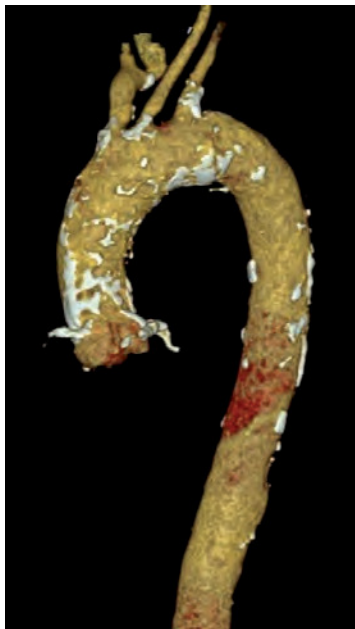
TC de tórax en reconstrucción 3D. Se observa aorta en porcelana.
